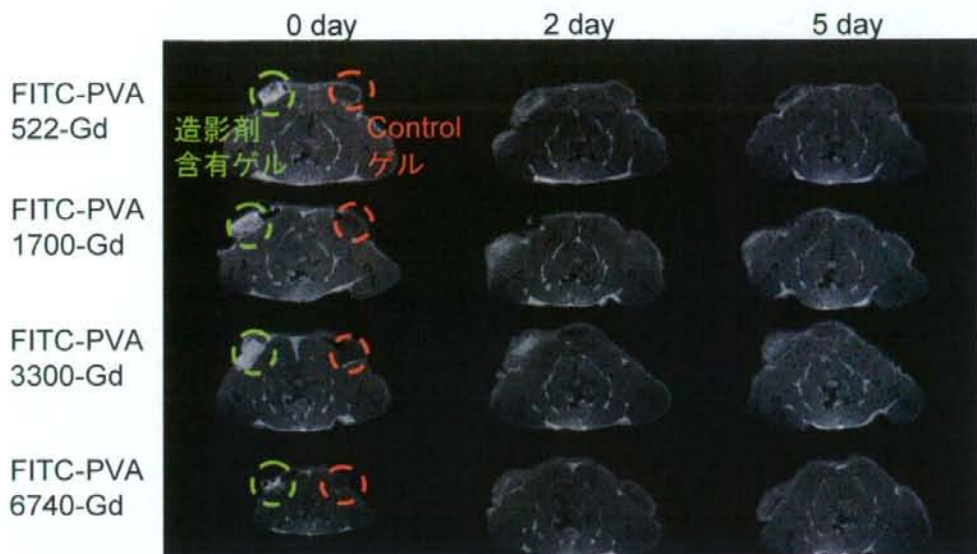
溶液状態の FITC-PVA-Gd をアガロースゲルに封入し、ラット皮下に移植し、MRI 撮像を行った結果
